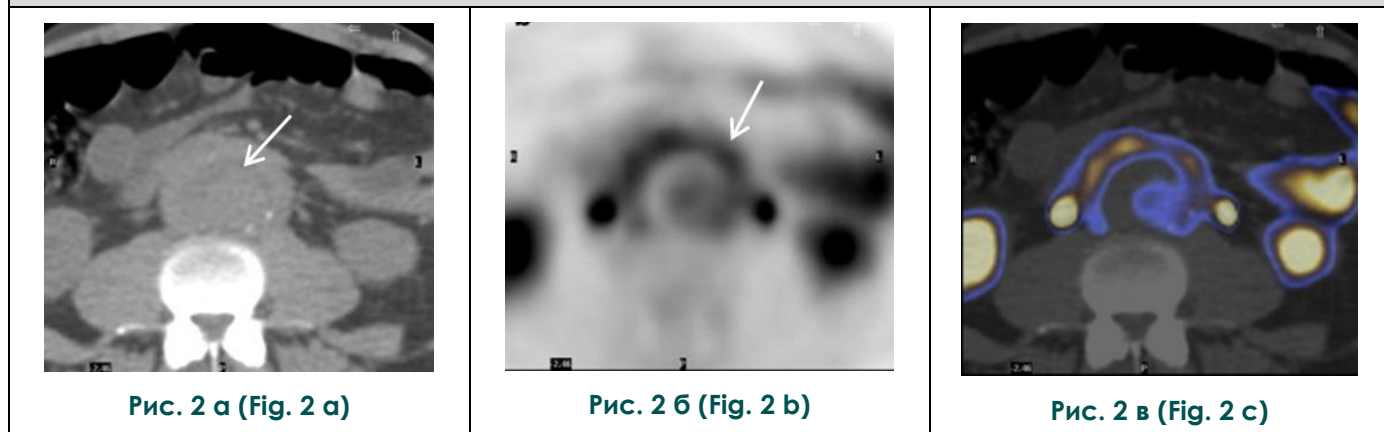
Визуализация поглощения ^{18}F -ФДГ в аневризматически расширенной стенке брюшной аорты методом ПЭТ/КТ [38].
